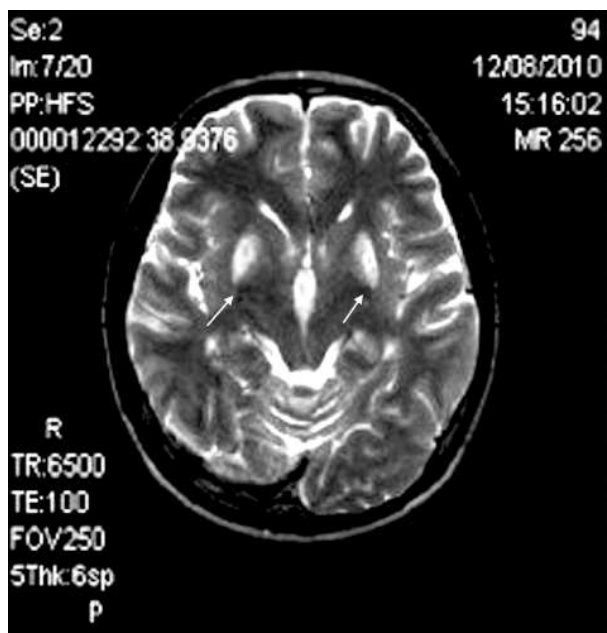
МРТ головного мозга в режиме T1- и T2-взвешенных изображениях: очаги в базальных ганглиях указаны стрелками.
